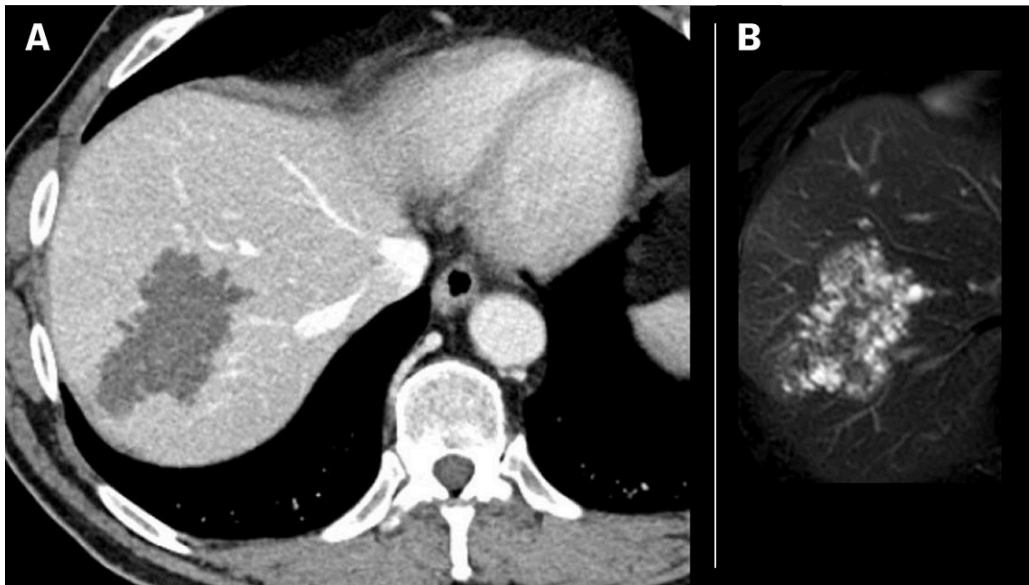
a) Pasient med alveolær ekinokkose (pasient 1). CT med kontrastvæske i venøs fase med koronal rekonstruksjon viser en 13 cm stor uregelmessig lavattenuerende forandring med sentral nekrose og forkalkninger i leversegmenter 6 og 7. b) MRCP-sekvens med koronal maksimal intensitetsprojeksjon av leversegment 6 og 7 hos samme pasient viser utallige små cyster i alle affiserte leversegmenter.
